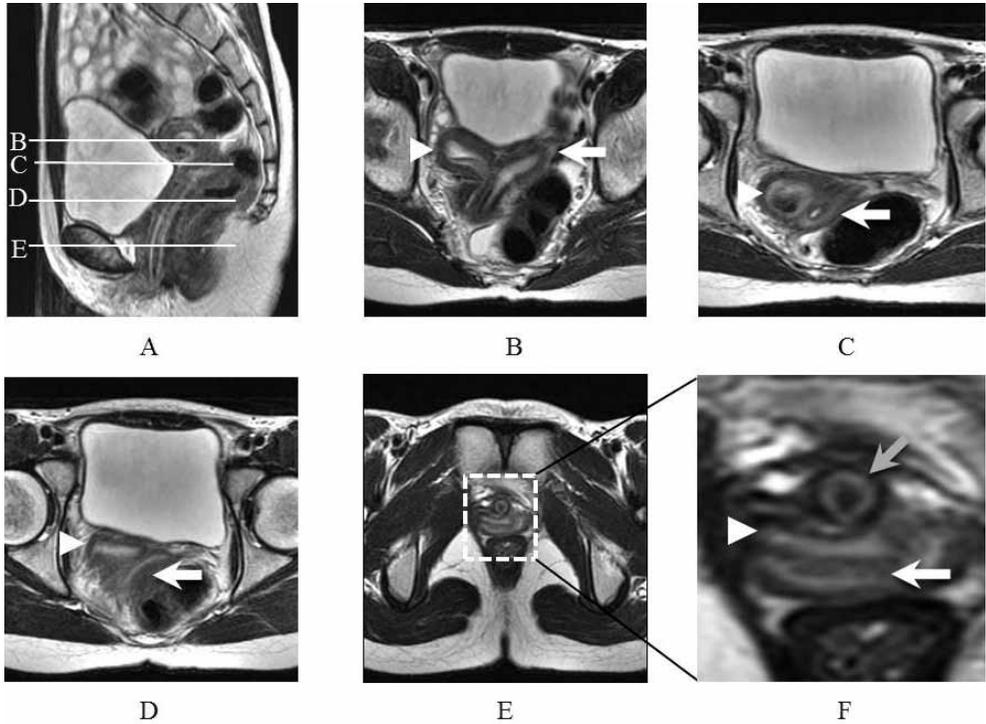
Pelvic T2-weighted MRI : sagittal section (A) and transverse section in level B, C, D, and E of the sagittal section (B, C, D, E). Magnified view of the transverse section in level E (F). The arrowhead shows the right uterus or vagina, and the arrow shows the left uterus or vagina. The gray arrow shows the urethra.
